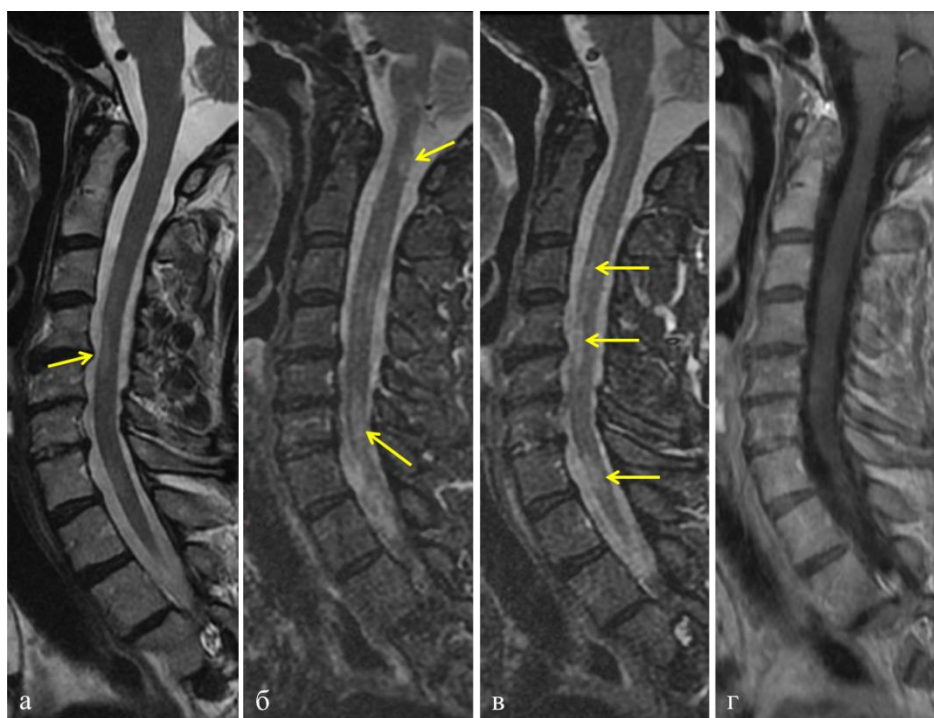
МРТ шейного и верхнегрудного (до Th4) отделов спинного мозга от 03.05.16 в режимах T2 (а), T2STIR (б,в), T1 после введения контрастного вещества (г)
